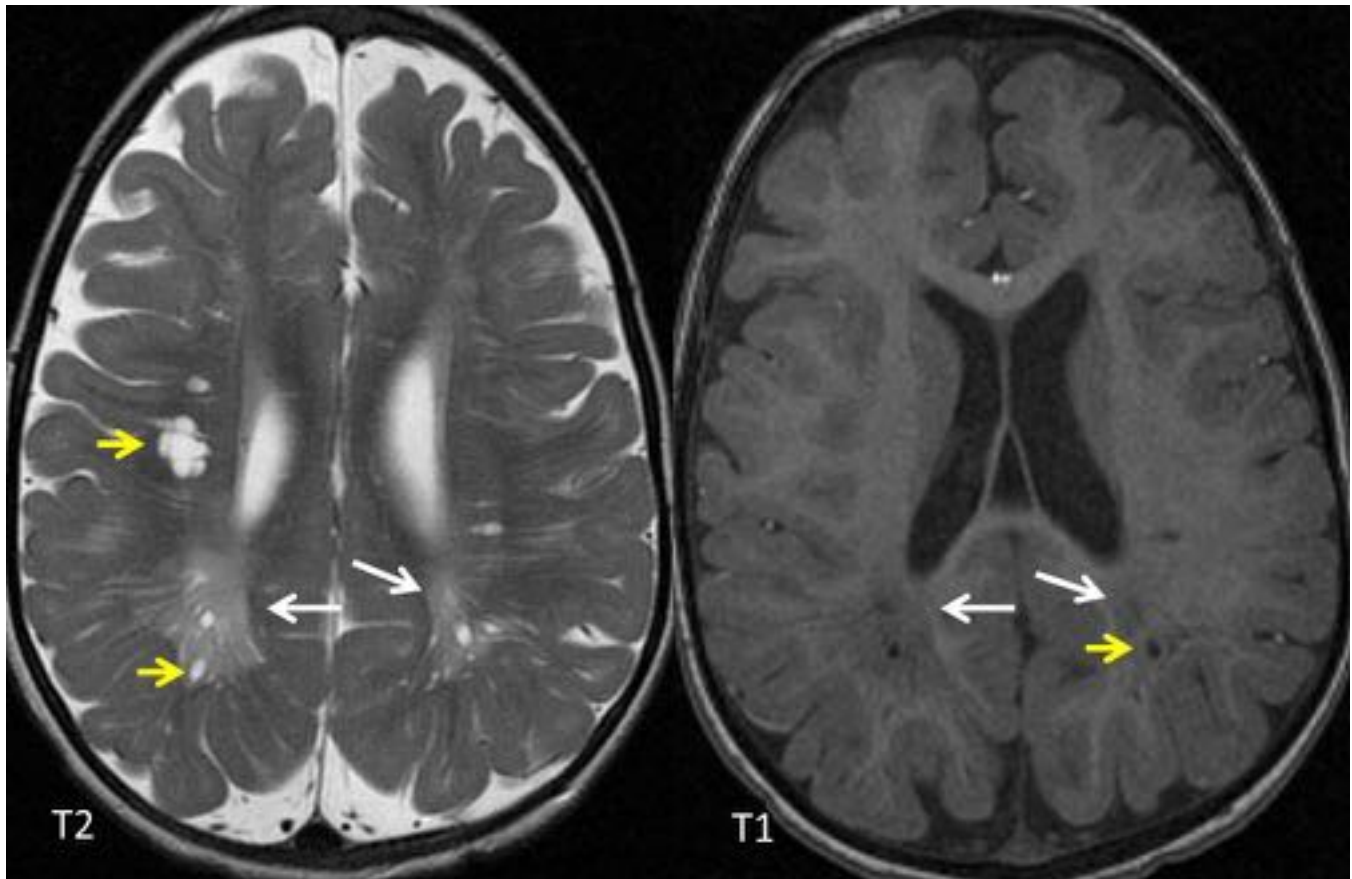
RM de cráneo en paciente con mucopolisacaridosis donde se aprecia hiperintensidad T2 e hipointensidad T1 parcheada de la sustancia blanca periventricular (flechas). Asocia dilatación de espacios perivasculares (flechas amarillas), hallazgos que, en conjunto, son muy sugestivos de esta entidad.
